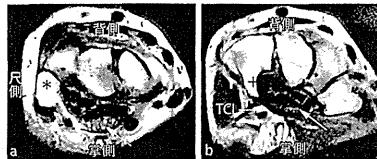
特発性手根管症候群のMRI(T2W)横断像
